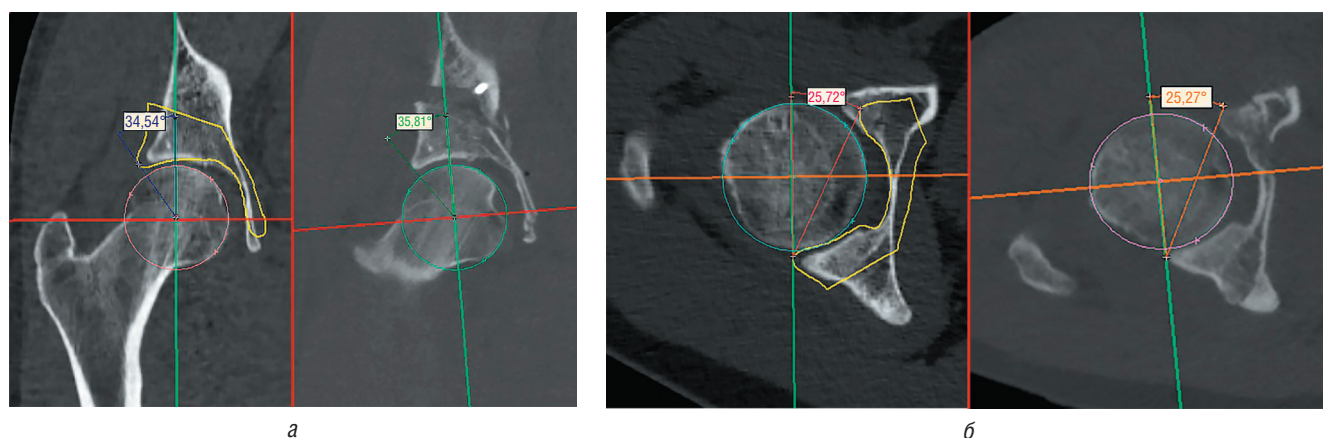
Оценка степени соответствия послеоперационного положения вертлужной впадины планируемым значениям: а — планируемые (справа) и послеоперационные (слева) значения угла Wiberg; б — планируемые (слева) и послеоперационные (справа) значения угла AcetAV. На представленных КТ-срезах: контур желтого цвета соответствует планируемому положению вертлужной впадины
